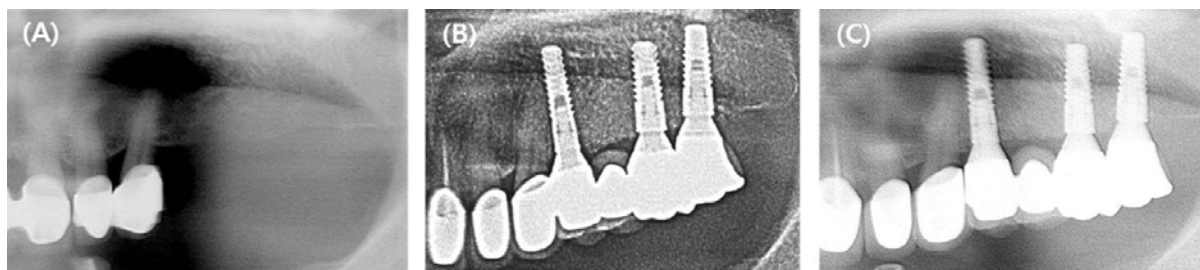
Radiographic evaluation of patient No.4. (A) Radiograph at 1st visit. (B) Radiograph at delivery of final restoration. (C) Radiograph at 1-year follow-up.
